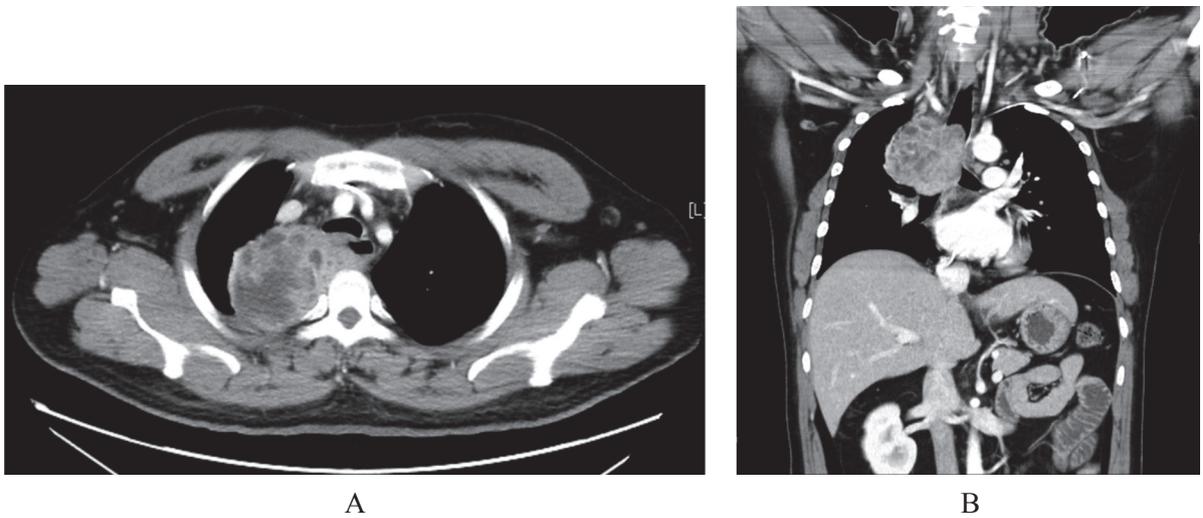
A: Axial computed tomography (CT) scan revealed a noncalcified mass with partial necrosis at posterior mediastinum; B: Sagittal computed tomography (CT) scan localized the mass to site just adjacent to the trachea and associated with airway compression.
